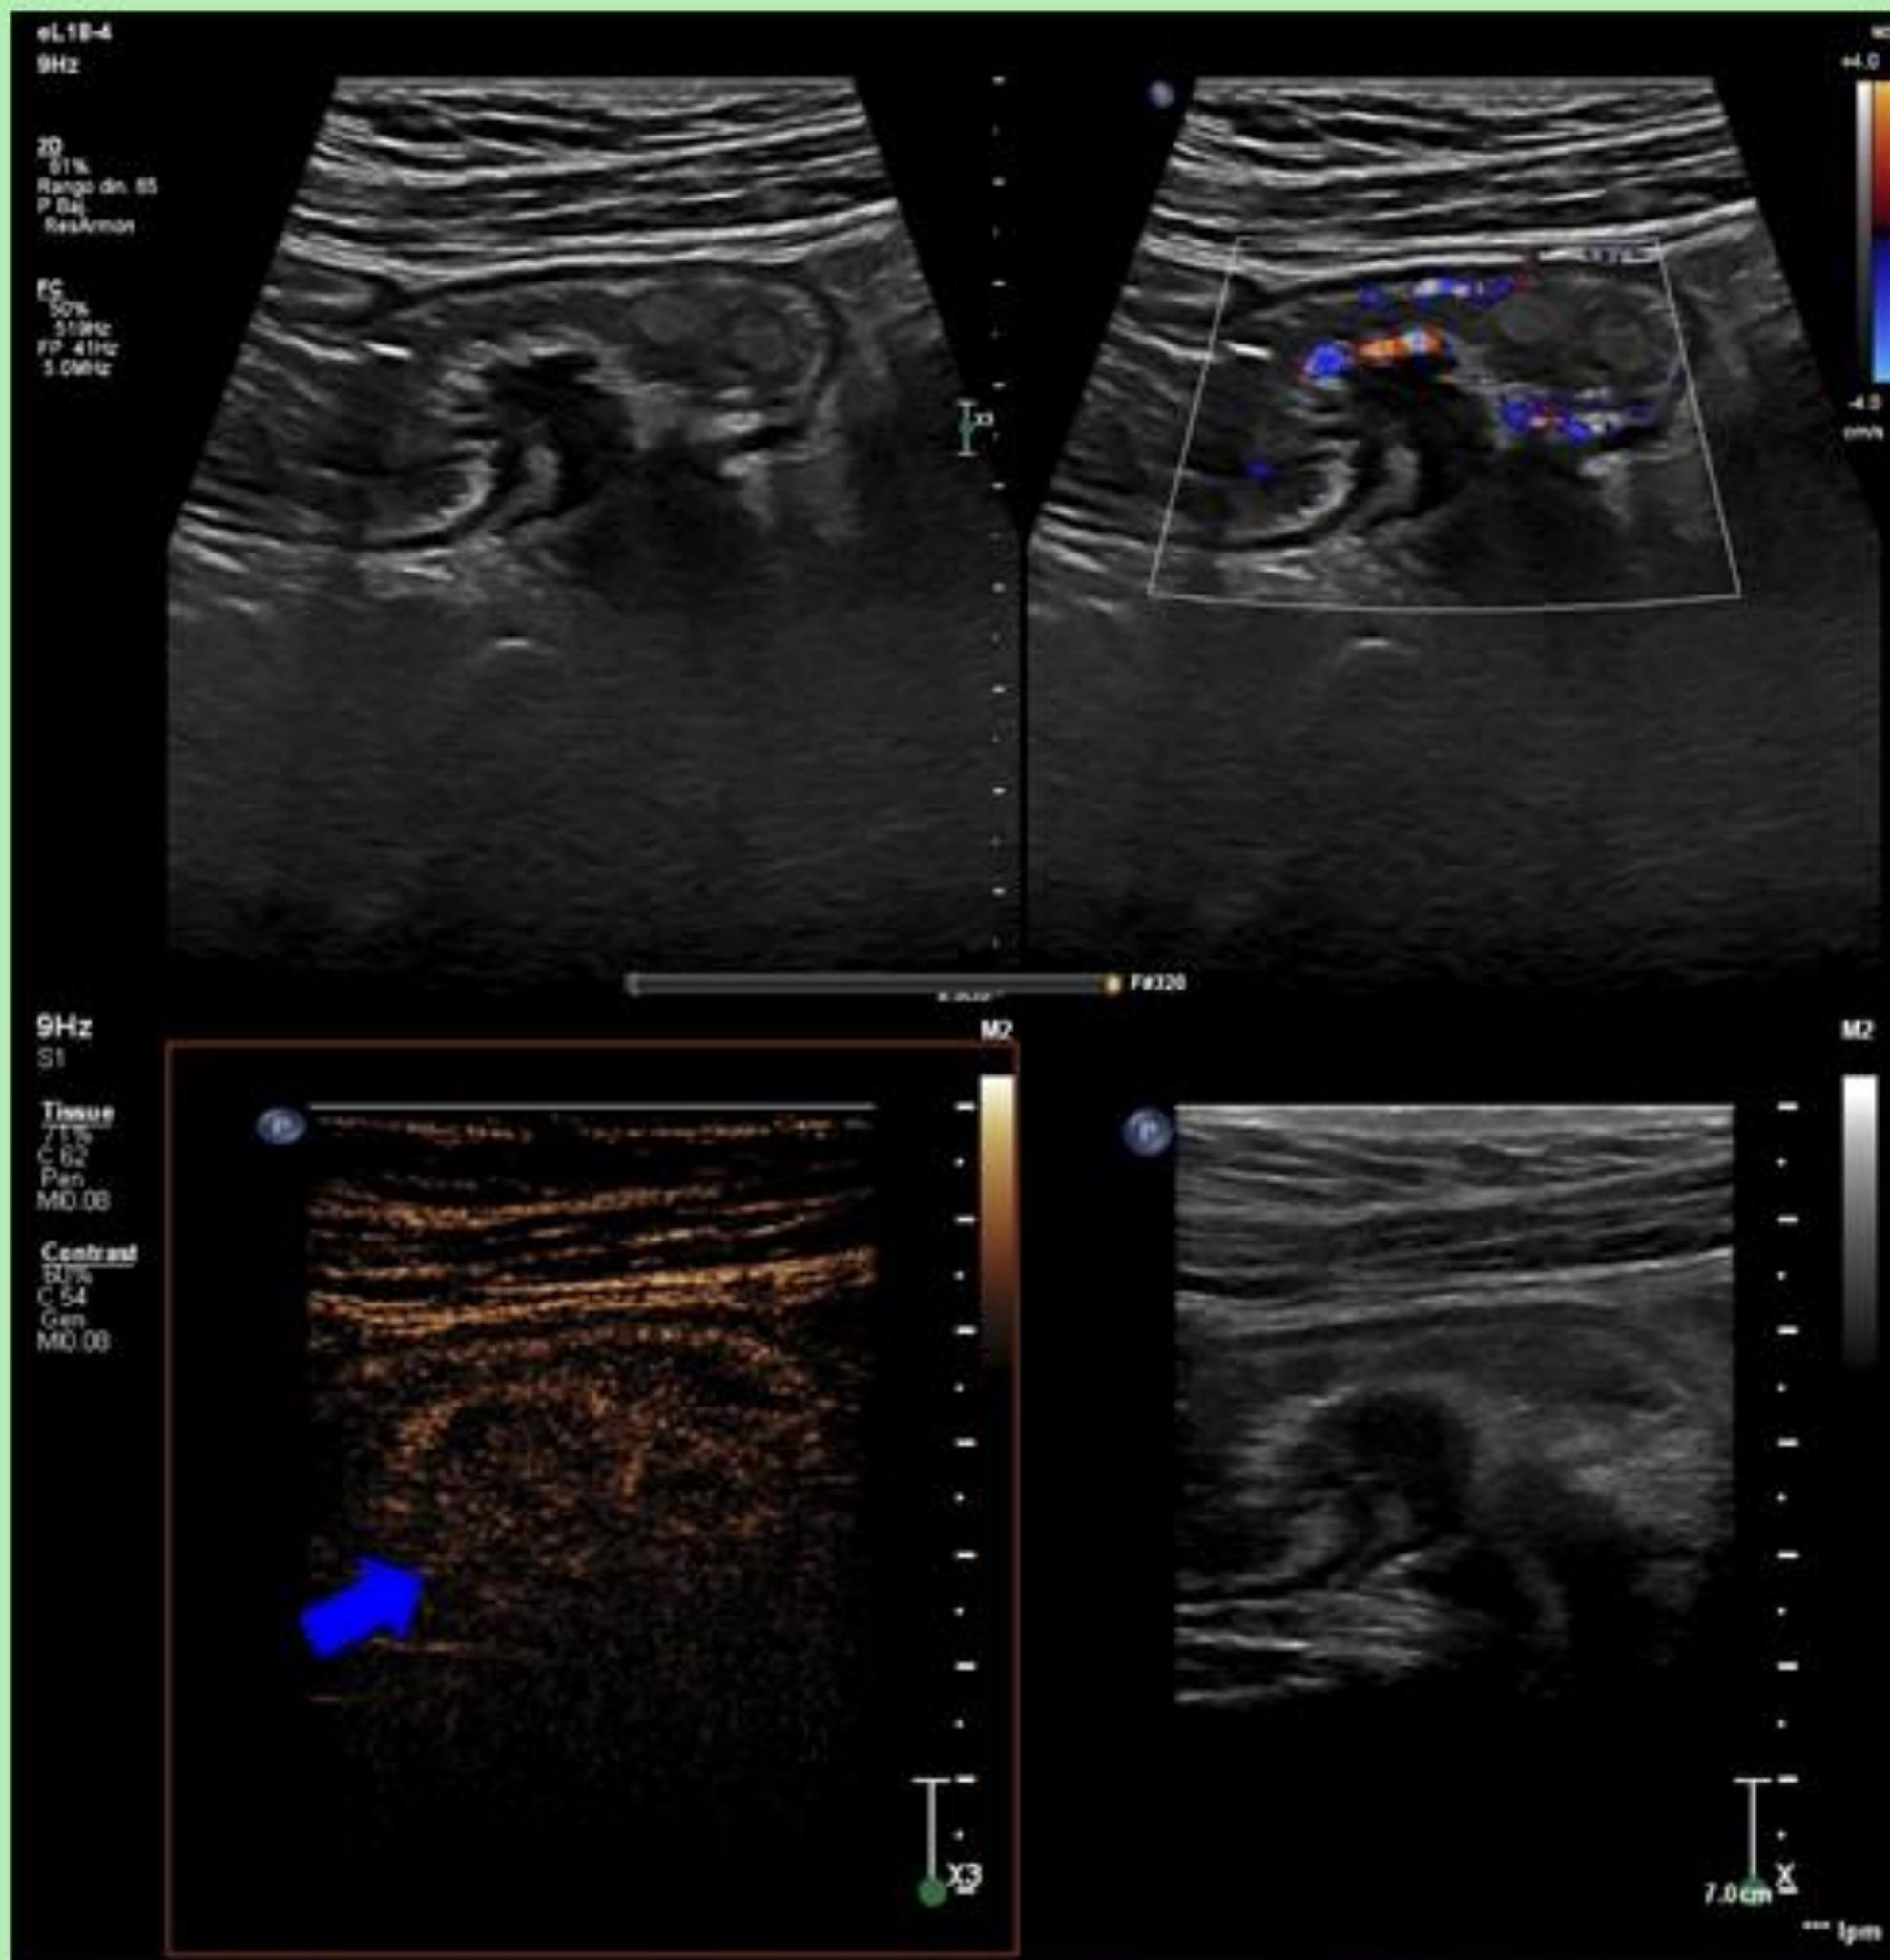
Paciente con EC conocida en seguimiento de actividad, se realiza ecografía Doppler (imagen superior) y CEUS (imagen inferior), mostraron un engrosamiento y cambios inflamatorios en la pared del íleon terminal, flemón adyacente (flecha azul).
